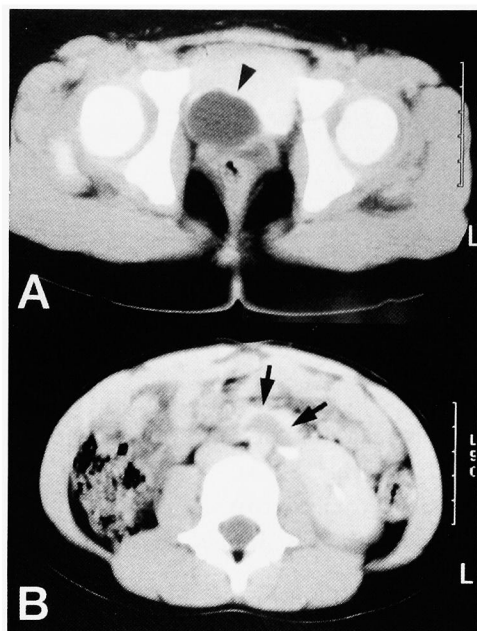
Enhanced CT showed a cystic dilatation of the right ureter protruding into the bladder (A, arrowhead), which drained a collection of the contrast medium between the left kidney and the aorta (B, arrow).
